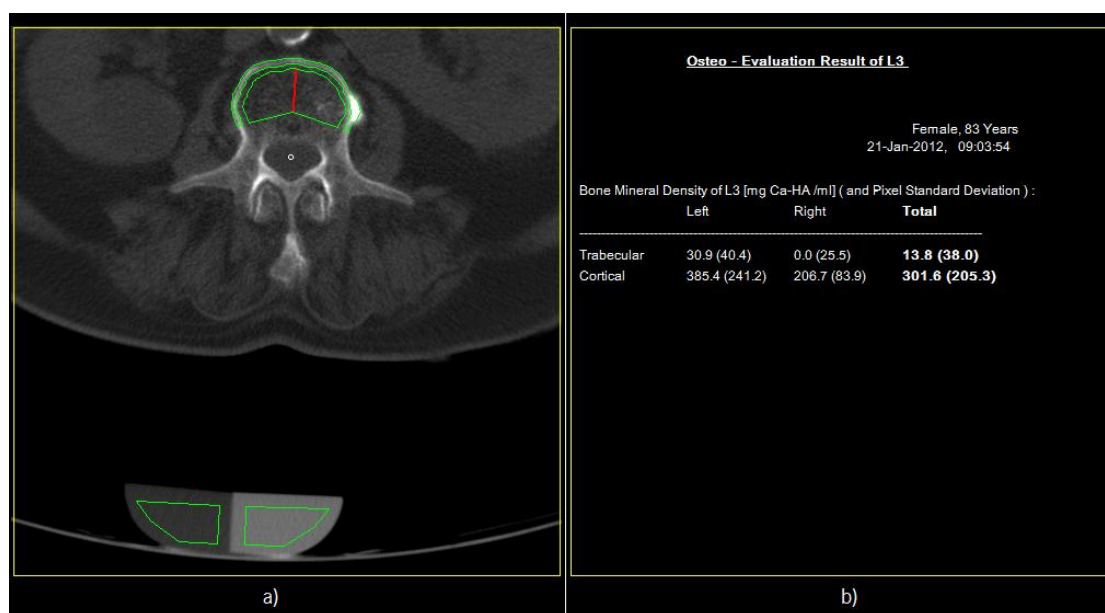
Resultado Osteo TC da vértebra L3 para o paciente 3: a) definição das ROIs para o corpo vertebral e para o fantoma; b) densidade trabecular e cortical, definidas para o lado anatômico direito e esquerdo.
